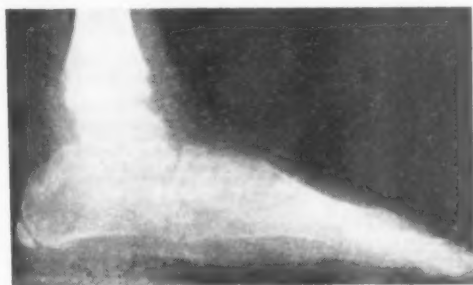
Radiografía lateral pisando pre-operatoria que muestra la posición del astrágalo en relación al calcáneo.
